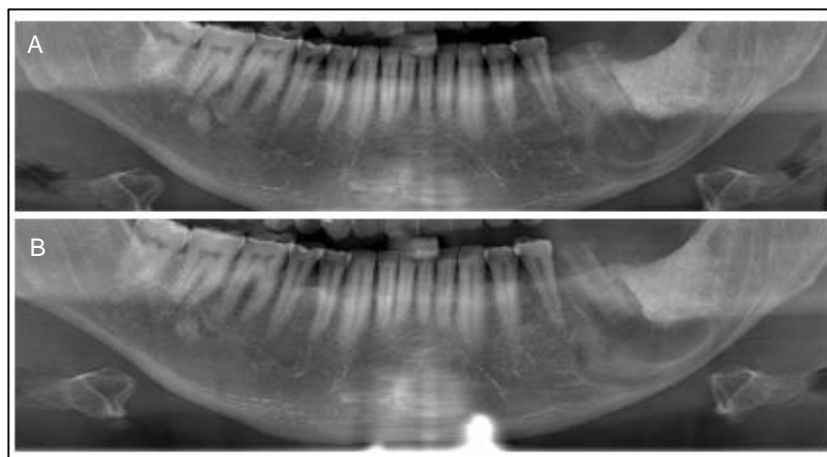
Radiografia panorâmica após colocação do dreno com 03 meses (A) e 07 meses (B).
